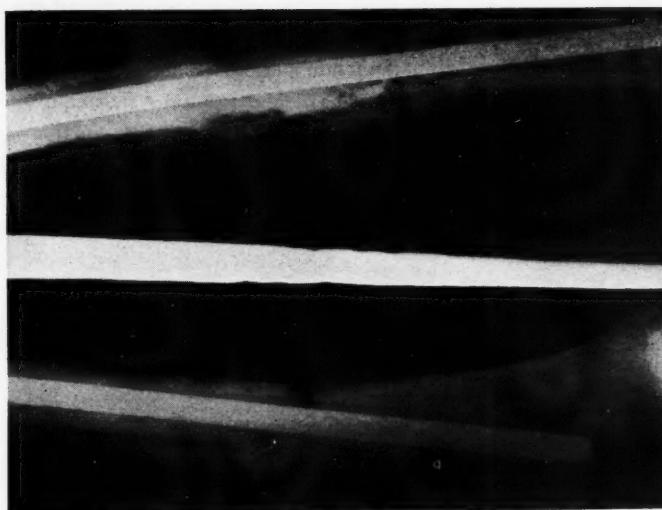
Cas no 2. Radiographie prise cinq mois après l'opération.
